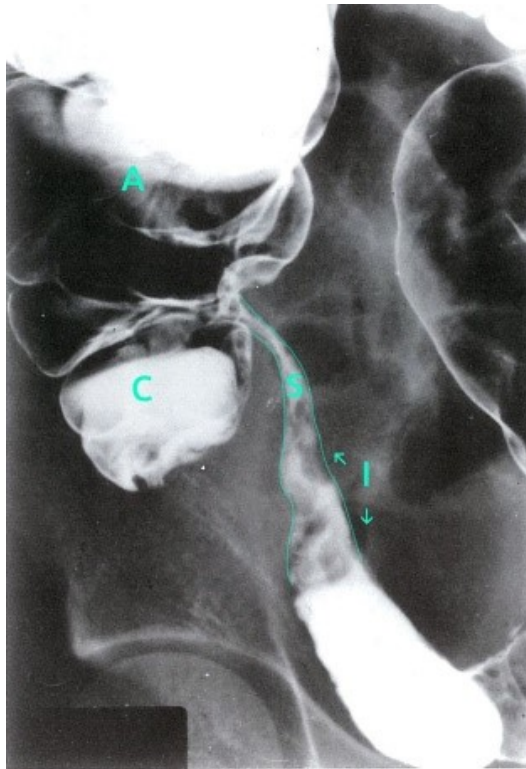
Ileusstenose (Röntgen-Aufnahme rechter Unterbauch mit Kontrastmittel); Kontrastmittelgefüllte Dick- und Dünndarmabschnitte mit deutlicher Stenose (Kontrastmittelaussparung) des terminalen Ileums bei MC. (A = Kolon ascendens, C = Caecum, I = Terminales Ileum, S = Stenose); aus (37)
